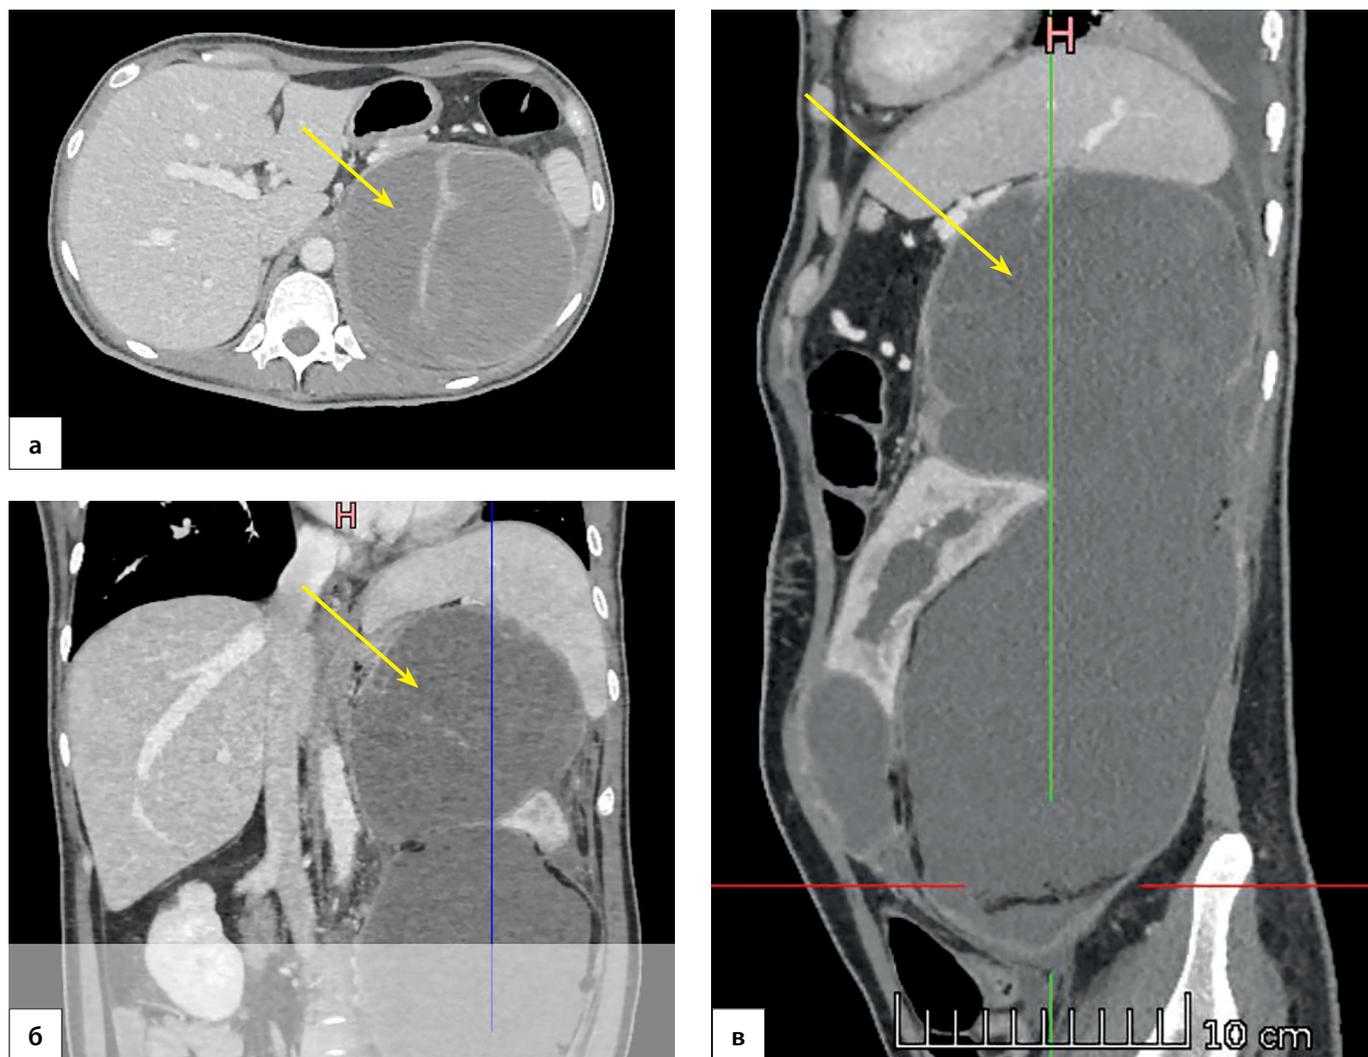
Пациентка П., 38 лет. МСКТ органов брюшной полости 31.05.2022 г. (венозная фаза), многоузловое образование слева (маркирована стрелкой), смещающее селезенку и сдавливающее левую почку: а) корональная проекция; б) аксиальная проекция; в) сагиттальная проекция.
